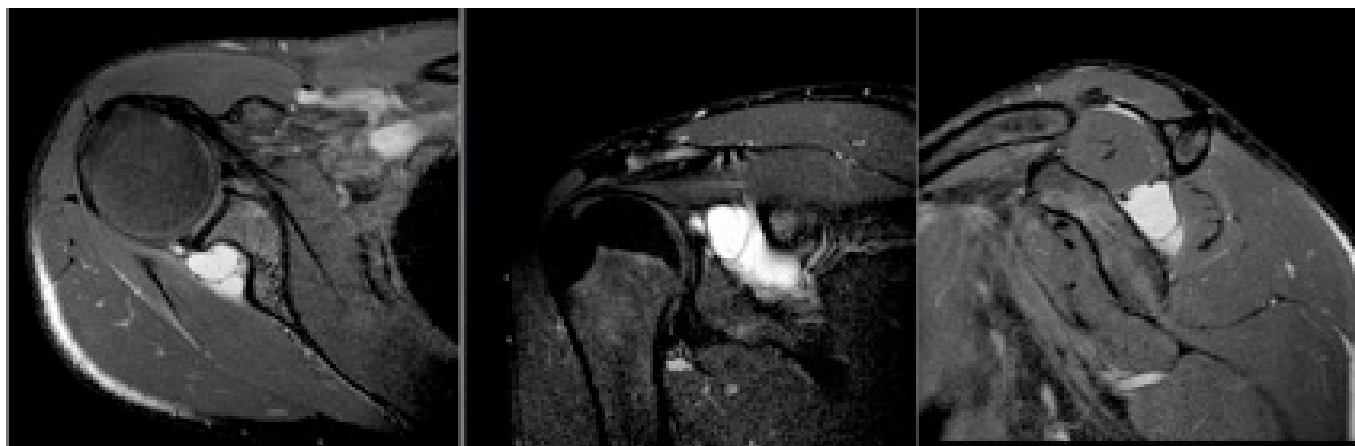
RMN identificando quisto labrum posterior (48x21mm) e uma lesão labrum posterossuperior
